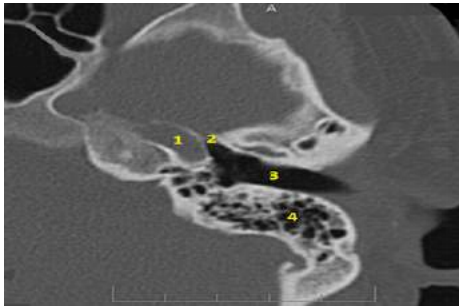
Aksiyal temporal BT kesiti; karotid kanal (1), jugüler foramen (2), dış kulak yolu (3), mastoid hava hücreleri (4), foramen lacerum (5)
